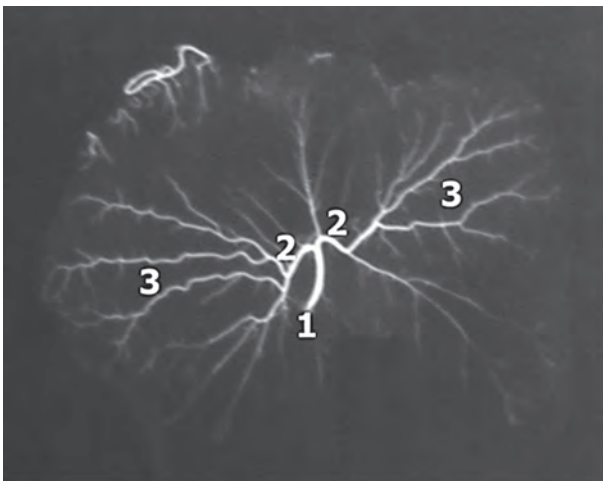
Рентгенангіограма артерій шлунка щура через 3 доби після двобічного видалення привушних і нижньощелепних залоз. Ліва шлункова артерія – 1, гілки першого порядку лівої шлункової артерії – 2, галузження артерій на передній і задній стінках шлунка щура – 3.
